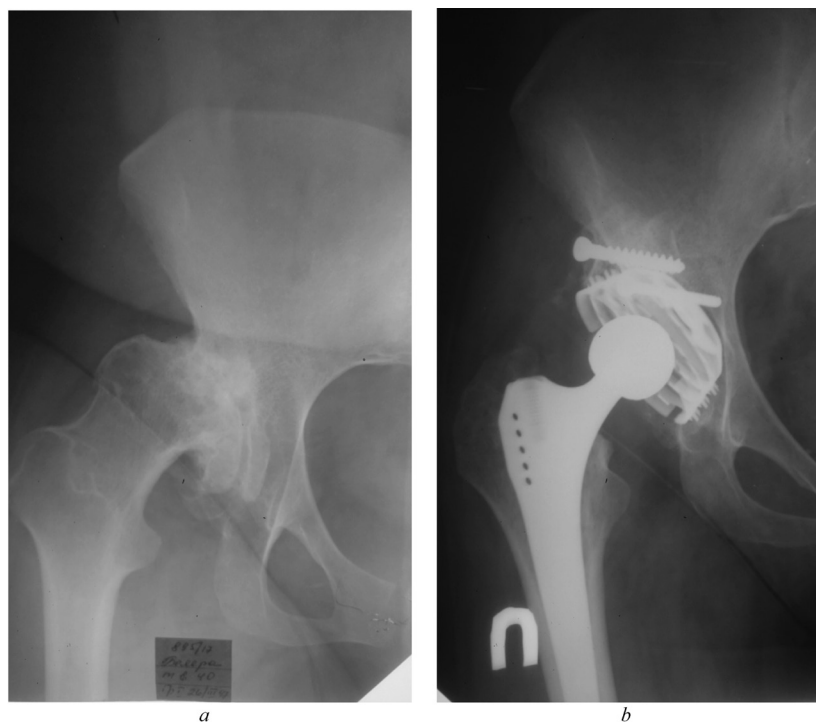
Рентгенограммы пациентки Б., 40 лет, с диагнозом правостороннего диспластического коксартроза III стадии (тип 3 по Grove): *a* – до операции; *b* – через 18 лет после эндопротезирования с пластикой крыши вертлужной впадины
